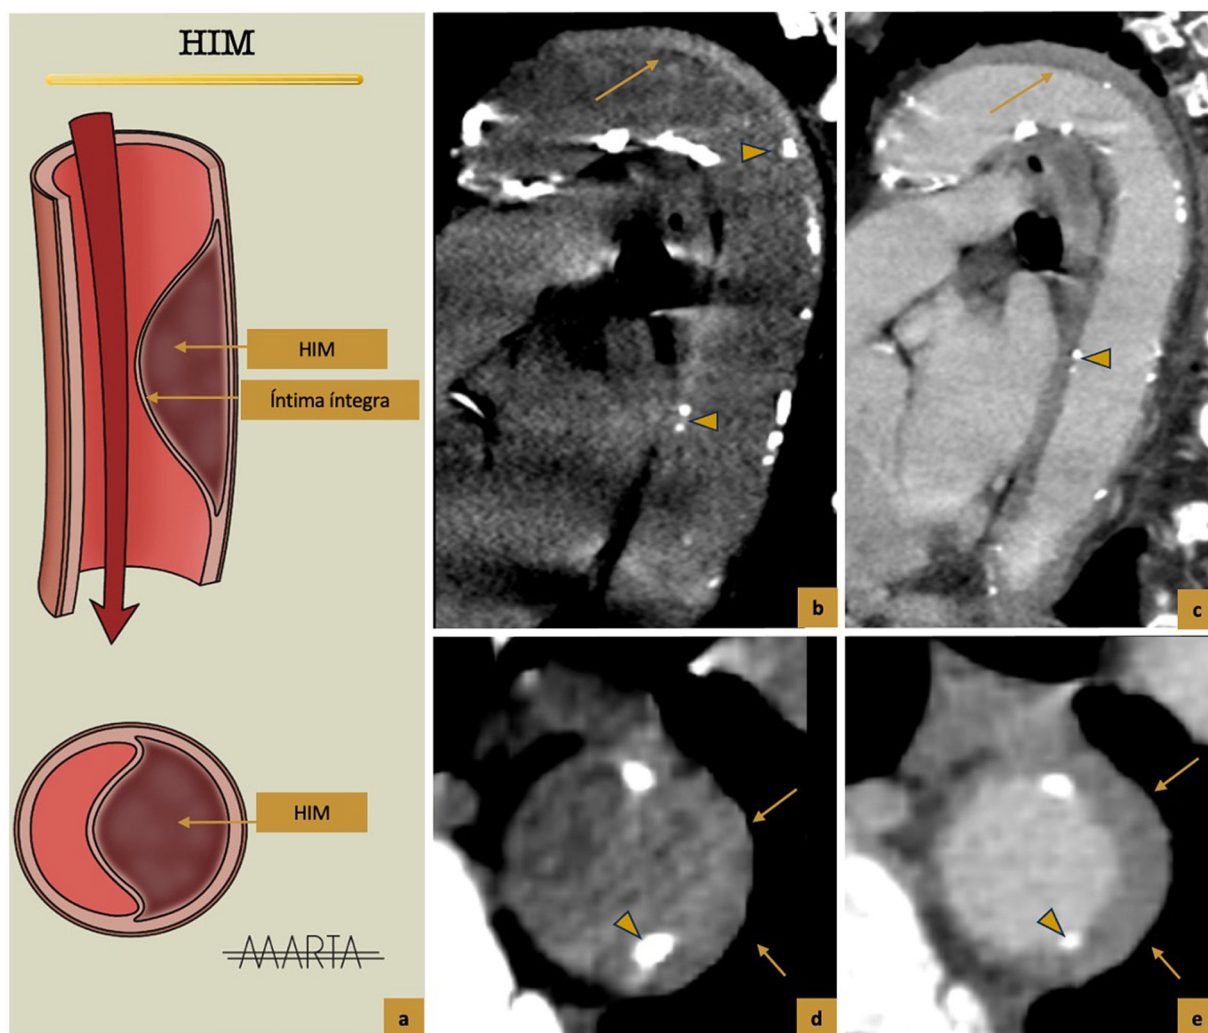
Hematoma intramural aórtico. (a). Representación esquemática del hematoma intramural, donde se visualiza un engrosamiento semilunar de la pared aórtica secundario al acúmulo de sangre en la pared sin que se identifiquen puertas de entrada ni flaps. (b, c, d y e) TC sagital sin y con CIV y axial sin y con CIV respectivamente. Engrosamiento parietal semilunar aórtico espontáneamente hiperdenso (68 UH) (flechas). Desplazamiento de las placas de ateroma calcificadas al interior de la luz (cabezas de flecha) por disposición del hematoma entre la adventicia y la capa media.
